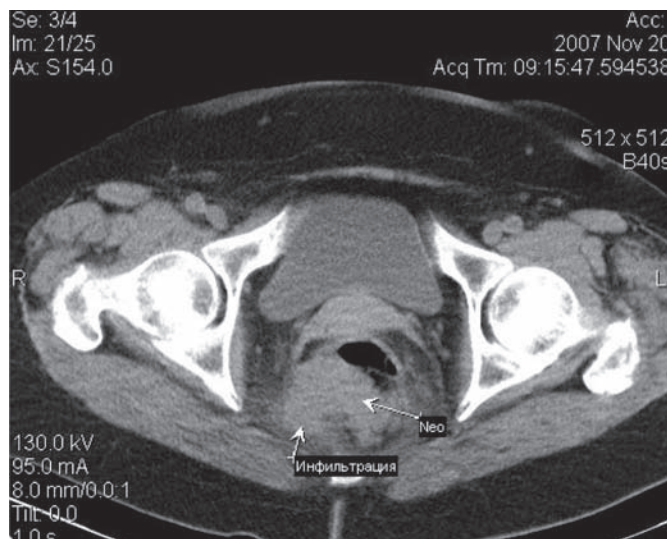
Больная Т., 74 года. Рак анального отдела прямой кишки T4N1M0. Спиральная компьютерная томография. На аксиальном срезе – просвет кишки заполняет опухоль (Neo), прорастающая все слои с инфильтрацией параректальной клетчатки по задней поверхности
